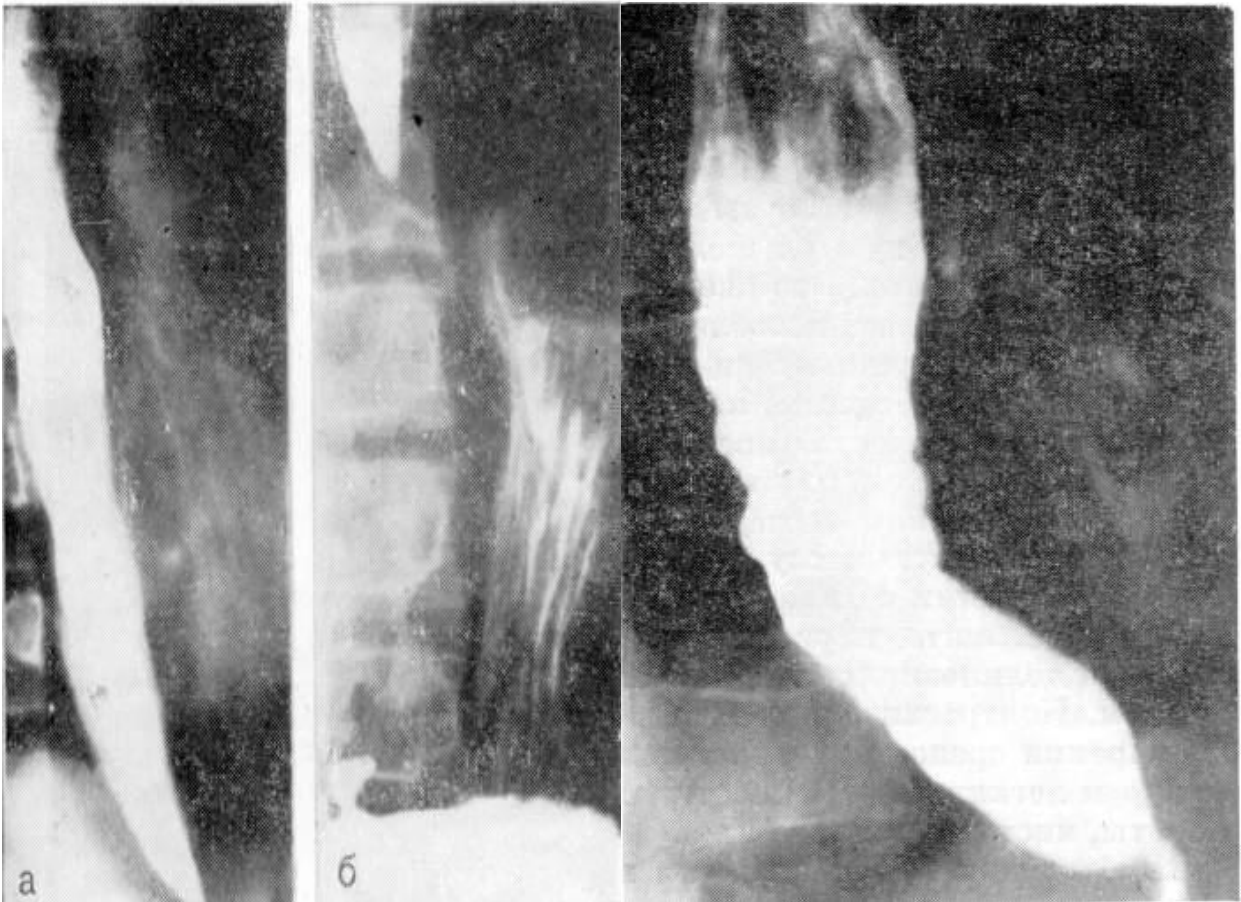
Рентгенограмма. Ахалазия кардии 2 стадии. А – незначительное расширение пищевода. Б – стабильный спазм кардии.
